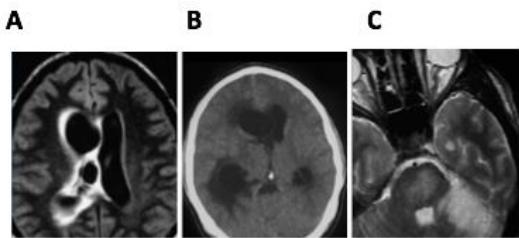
A. Axial T2 MRI menunjukkan AVM lobus parietal pada korpu posterior ventrikul lateral hingga korteks lobus parietalis; B. *CT scan* aksial menunjukkan intraserebral hemoragik lobus parietal dan subdural hemoragik pada lobus frontoparietal disertai pergeseran garis tengah kiri-ke-kanan; C. aksial T2 MRI pasca operasi hari ke-2 menunjukkan kerusakan iskemik pada hippocampus dan batang otak kanan di area traktus kortikospinalis (Kernohan's Notch).
